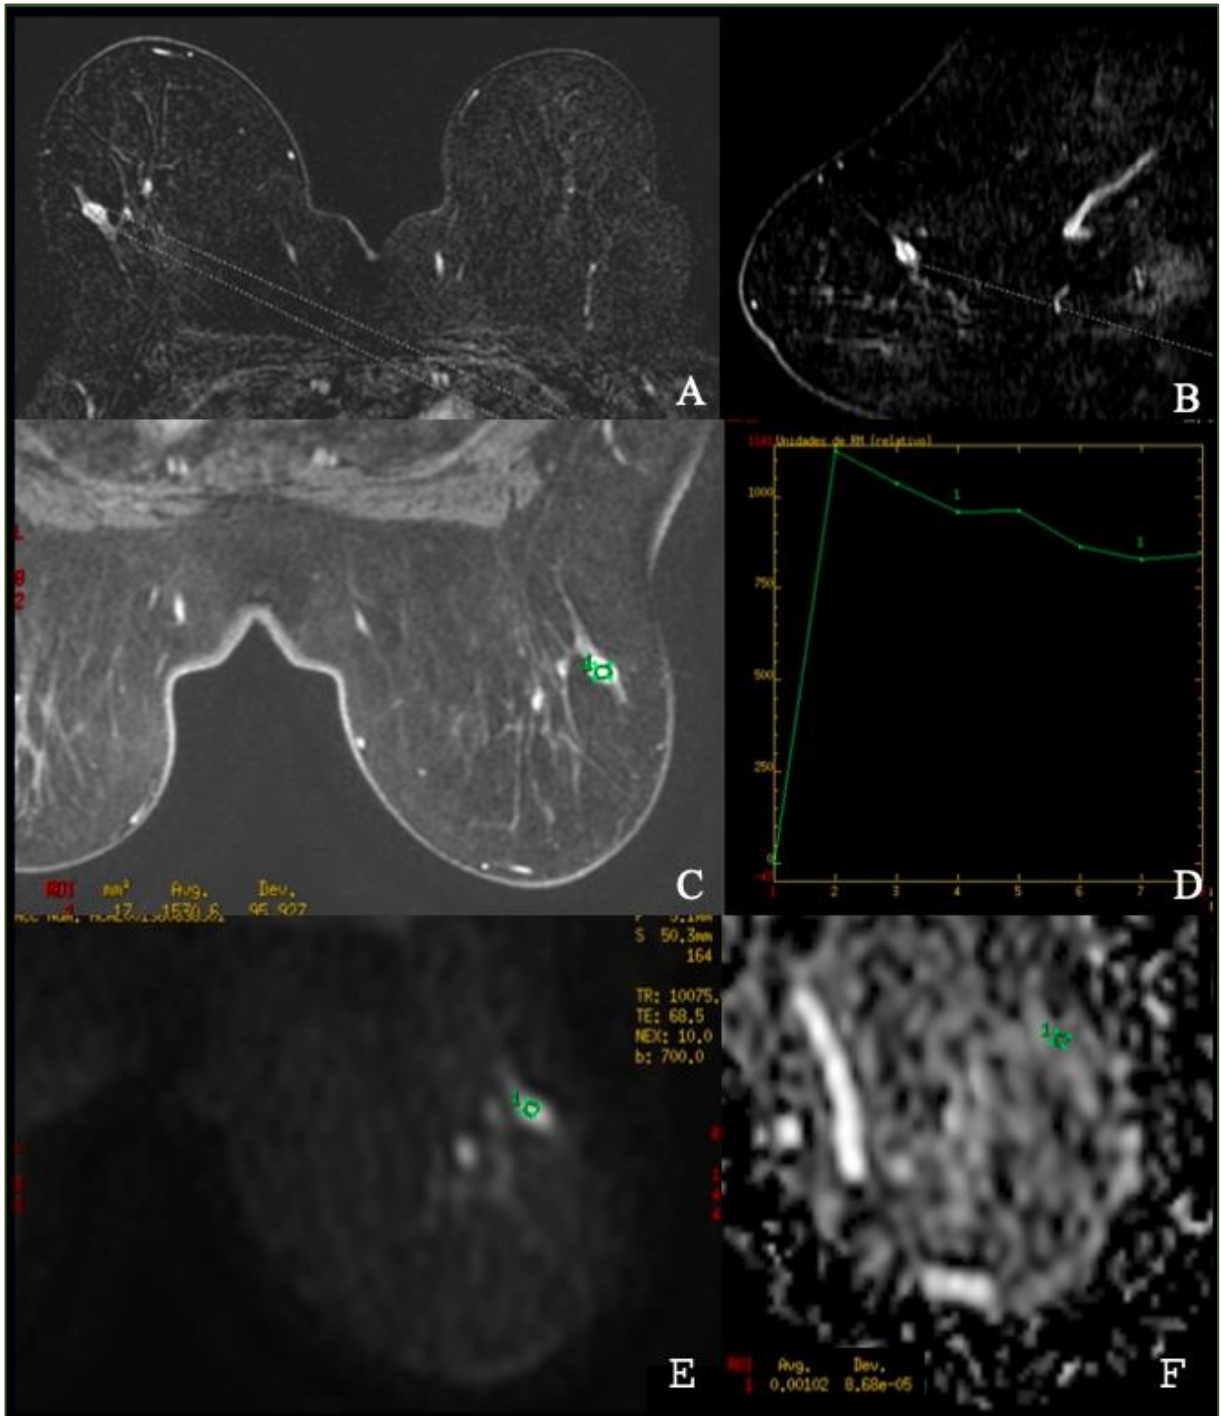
Estudio de RM de mama. Imágenes A) y B) proyecciones de máxima intensidad en planos axial y sagital, generadas a partir de una secuencia potenciada en T1 con saturación grasa y tras la administración de contraste, que muestra un nódulo oval en el cuadrante súperoexterno de la mama derecha, que en las imágenes C) y D) presenta realce interno y precoz con lavado de contraste en los minutos siguientes, con una curva tiempo/intensidad tipo 3. En las imágenes E) y F) se aprecia una restricción a la difusión en la lesión.
